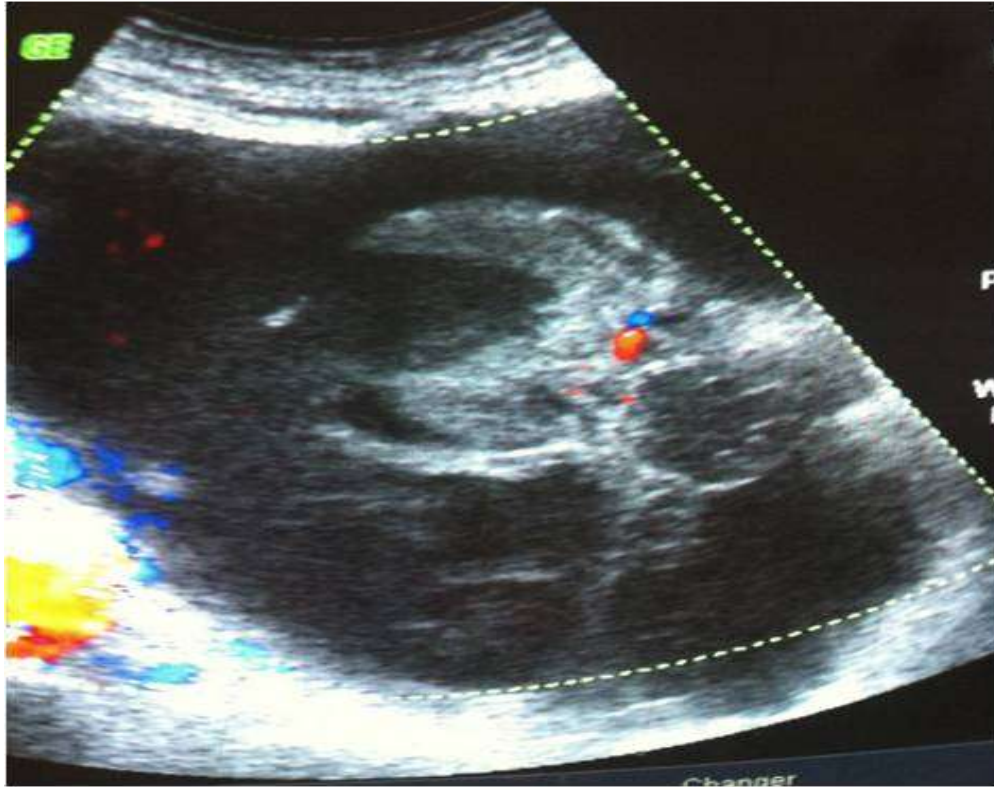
Échographie transabdominale objectivant une lésion kystique ovarienne droite multiloculaire sans composante vasculaire démontrable nageant dans un épanchement péritonéal moyen.
